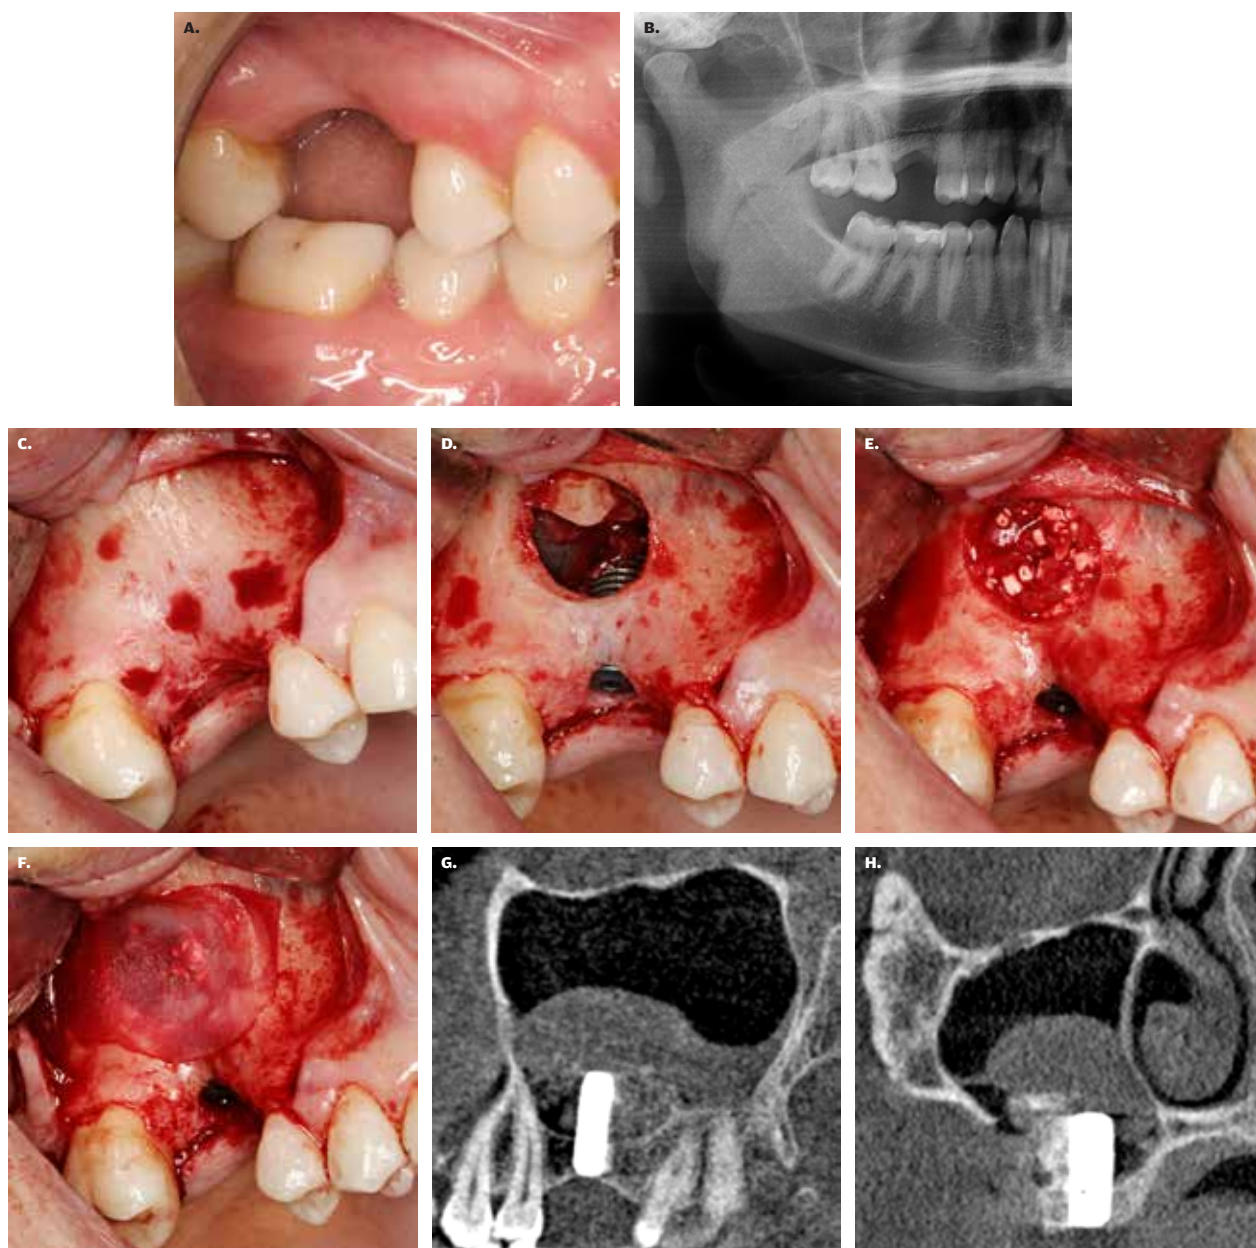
A. 45-årig kvinde med manglende 6+. B. Præoperativt oversigtsrøntgen viser initial vertikal knoglehøjde af processus alveolaris på 4 mm. C. Incision fra 7+ til 5+ med facialt aflastningsnit eksponerende laterallfladen af maksillen. D. Sinuslimhinden med det laterale knoglevindue er forskudt kranielt dannende et hulrum mellem den oprindelige bund af sinus maxillaris og den eleverede sinuslimhinde og samtidig indsættelse af et Astra EV 4.8, 13 mm implantat. E. Transplantationsmaterialet bestående af 50 % partikulært autologt knogletransplantat og 50 % bifasisk knogleerstatningsmateriale (SYMBIOS, Dentsply Sirona, Mölndal, Sverige) er pakket omkring implantatet i det etablerede hulrum. F. Knoglevinduet til sinus maxillaris er dækket af en Symbios præ-hydreret membran af kollagen (Dentsply Sirona, Mölndal, Sverige). G. Postoperativt sagittalt CBCT-scanningssnit viser transplantationsmaterialet beliggende omkring implantatet. H. Postoperativt koronalt CBCT-scanningssnit viser transplantationsmaterialet beliggende omkring implantatet.
